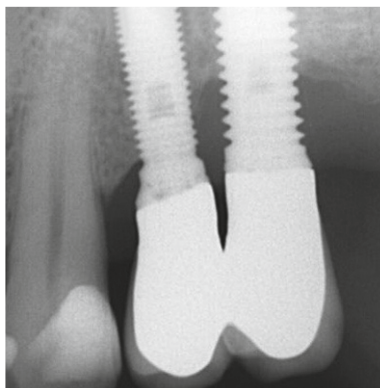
Röntgenkontrolle nach 12 Monaten.
